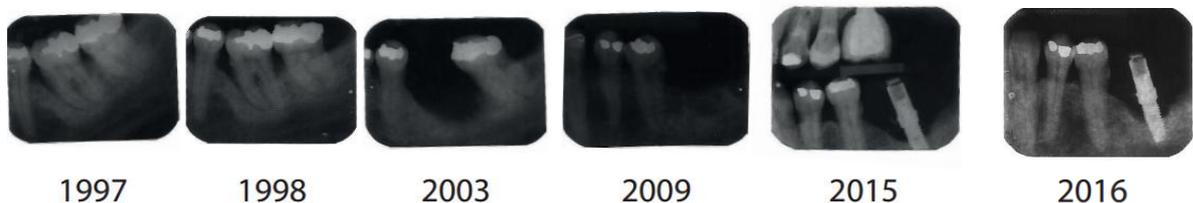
Radiografias da região do elemento 36, mostrando a evolução da PA ao longo dos anos
